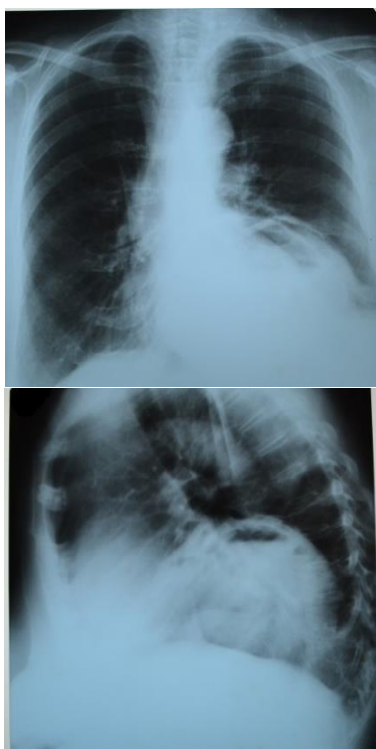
Оглядова рентгенографія у прямій та бічній проекції у хворої В., 77р. Утворення з горизонтальним рівнем рідини над лівим куполом діафрагми
